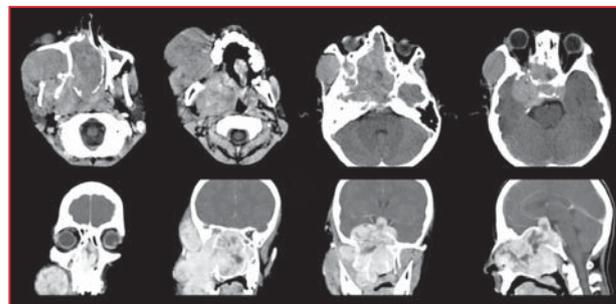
Спиральная КТ до операции: опухоль занимает носоглотку, полость носа, правую верхнечелюстную пазуху, прорастает в орбиту, лабиринты решетчатой кости, основную пазуху, скат, образует узлы в средней черепной, височной и подвисочной ямках, щечной области, распространяется пара- и супраселлярно.
